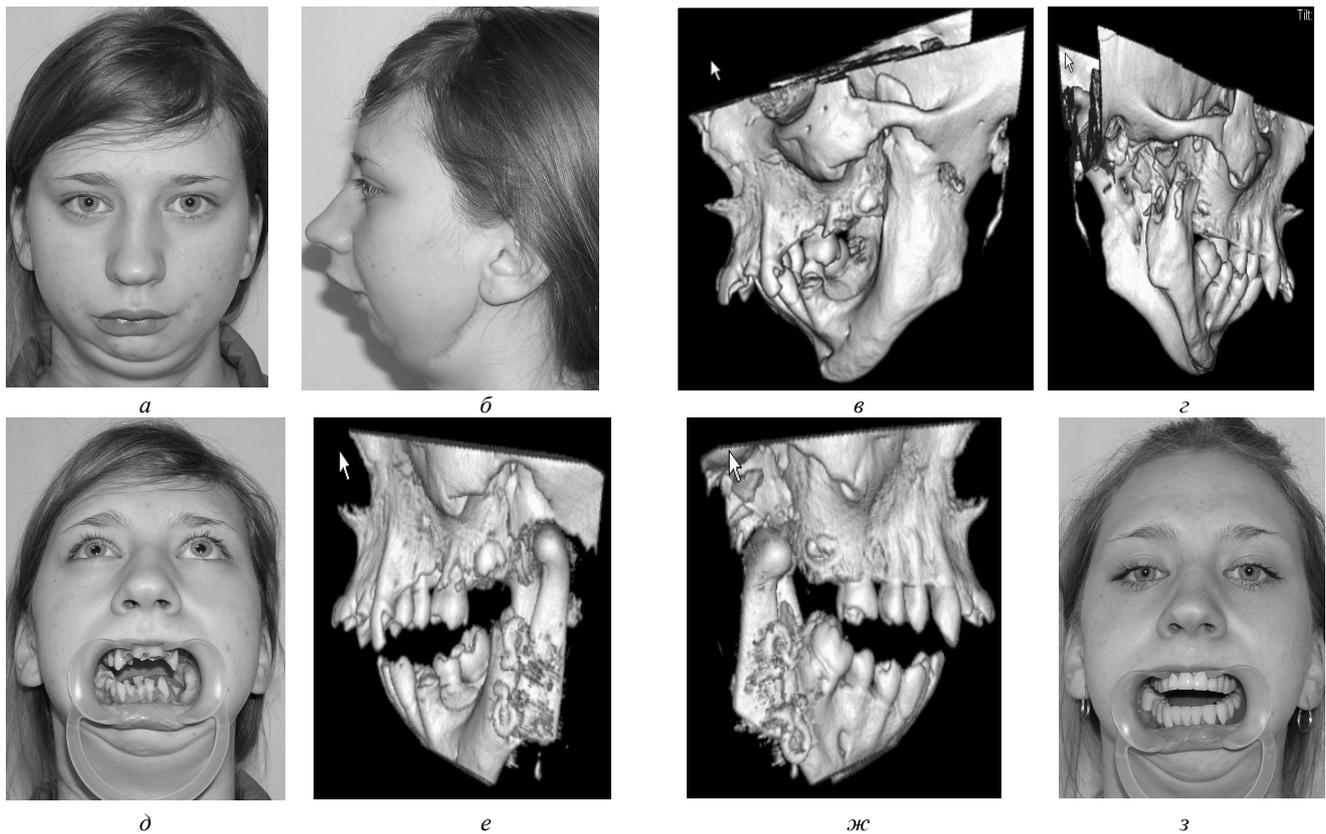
Больная Д.: а, б– до оперативного лечения (фронтальная проекция и левая латеральная проекция); в, г – рентгенограммы до оперативного лечения (левая и правая латеральные проекции); д– через 1 мес. после оперативного лечения (фронтальная проекция); е, ж – рентгенограммы через 1 мес. после оперативного лечения (фронтальная и правая латеральная проекции)
